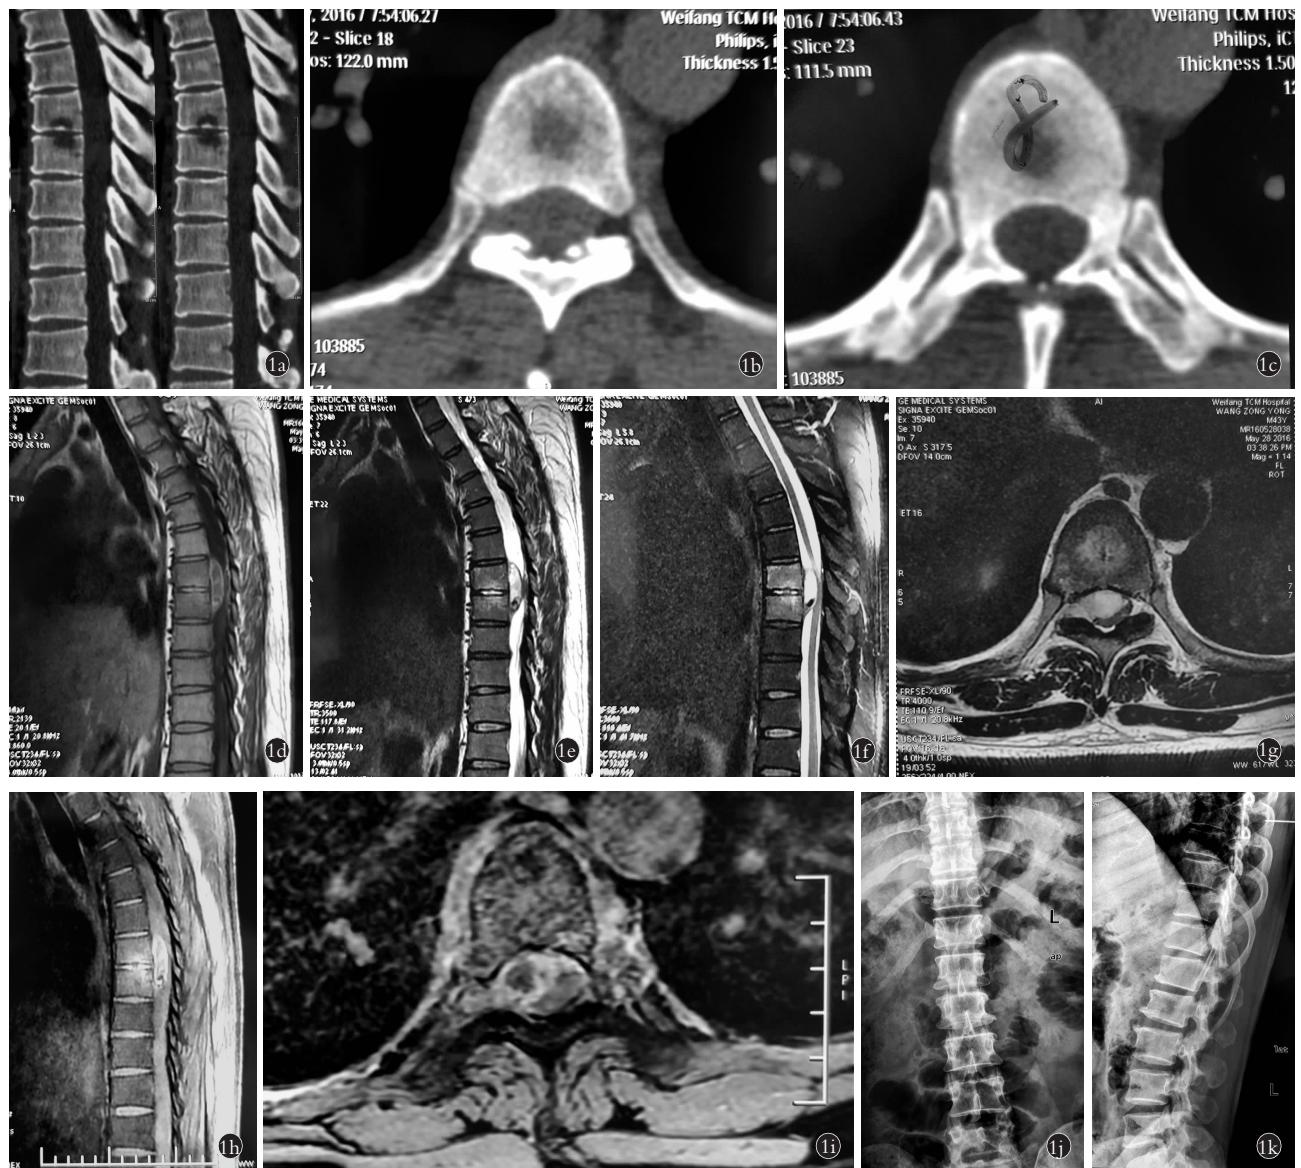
患者,男,43岁,布鲁氏杆菌性脊柱炎伴椎管内脓肿 1a,1b,1c.术前 CT 示 T_{7,8} 椎体破坏 1d,1e,1f,1g.术前 MRI 示 T_{7,8} 水平右前侧椎管内硬膜外占位,内有分割,并向椎间孔方向生长,压迫脊髓明显;T_{7,8} 椎体骨髓水肿改变 1h,1i.矢状位轴位增强 MRI 示 T_{7,8} 椎体明显强化,考虑椎体感染性病变并同层面硬膜外脓肿或血肿 1j,1k.术前克氏针置入棘突内拍片定位确定手术节段
